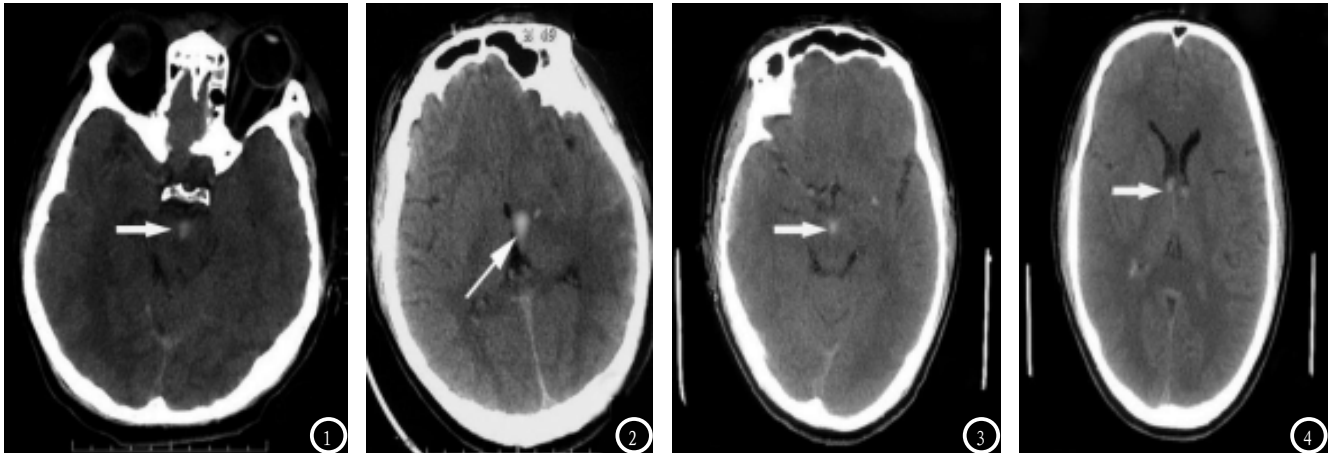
患者,男,25岁,车祸,入院时GCS评分为5分,CT显示脚间池存在倒置三角形高密度灶出血灶,查体提示存在脑干受损;随访6个月时GOS评分为2分,预后为植物人状态。图2 患者,男51岁,车祸,入院时GCS评分为6分,CT显示左侧丘脑(如箭头所示)有高密度出血灶;查体脑干有反射;随访6个月时GOS评分为3分,中度残疾。图3-4 患者,男26岁,车祸,入院时GCS评分为4分,CT显示脚间池(如图3箭头所示)与两侧丘脑上端(如图4箭头所示)均存在高密度出血灶,查体提示脑干受损;随访6个月时GOS评分为2分,植物人状态生存。
